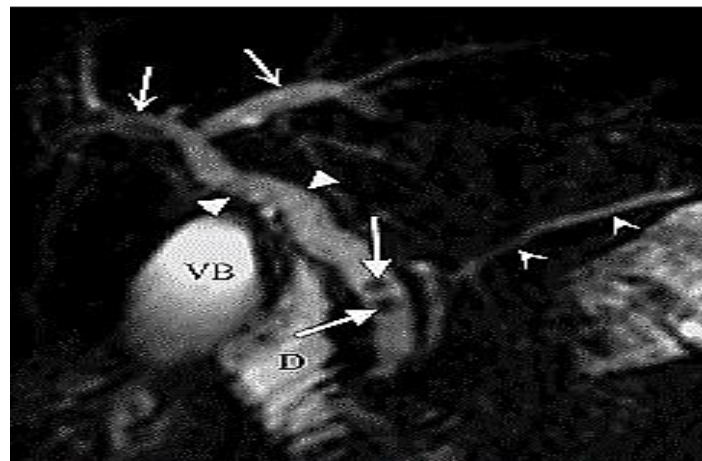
Une Bili-IRM montrant un empierrement cholédocien : la VBP est dilatée ainsi que les VBIH avec présence de deux images en hyposignal correspondant à des calculs enclavés dans la lumière de la VBP (64)
